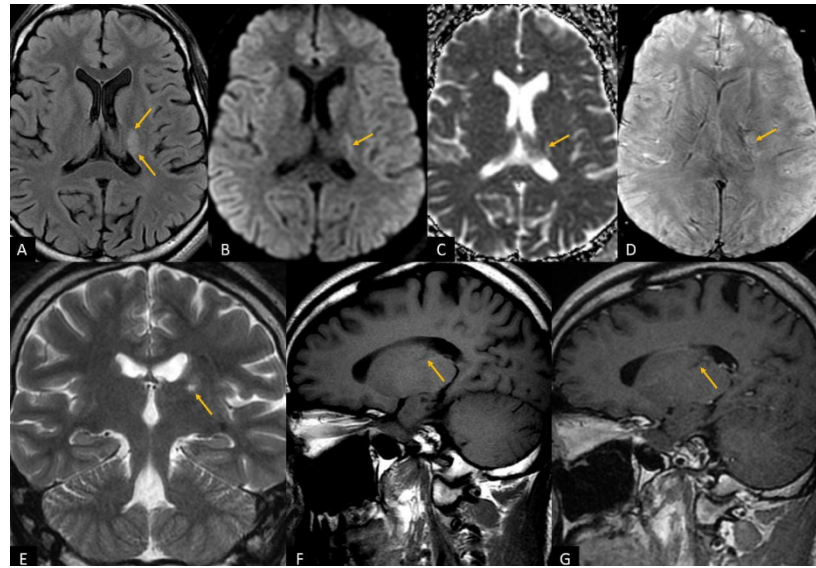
Achados de RM cerebral. Observa-se uma área de hipersinal em T2 na coroa radiada esquerda, imediatamente adjacente ao braço posterior da cápsula interna ipsilateral. Essa lesão não apresenta restrição à difusão, realce pós-contraste, hemorragia ou edema vasogênico circundante, compatível com lesão vascular isquêmica prévia. (A) FLAIR; (B) Imagem ponderada por difusão (DWI); (C) Mapa do coeficiente de difusão aparente (ADC); (D) Angiografia ponderada por susceptibilidade magnética (SWAN)/Eco de gradiente (GRE) T2*; (E) Imagem coronal ponderada em T2; (F) Imagem sagital ponderada em T1 pré-contraste; (G) Imagem sagital ponderada em T1 pós-contraste.
